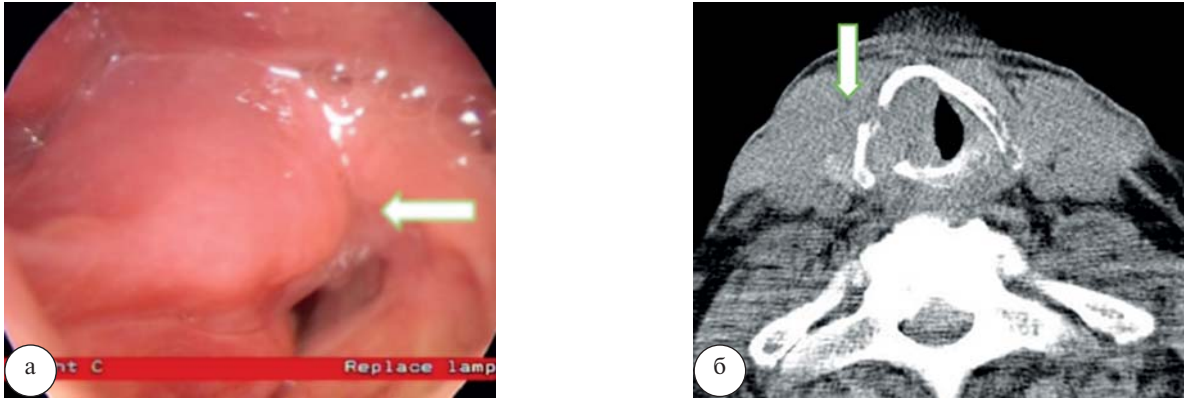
Рак гортани. При ларингоскопии (а) отмечается крупное образование правой половины гортани (стрелка). При компьютерной томографии (б) определяется крупное мягкотканное образование правой половины гортани без четких контуров, инфильтрирующее правую голосовую складку с распространением на переднюю и заднюю комиссуру, инфильтрирующее прилежащие мягкие ткани справа, вызывающее деструкцию щитовидного, перстневидного и правого черпаловидного хрящей
